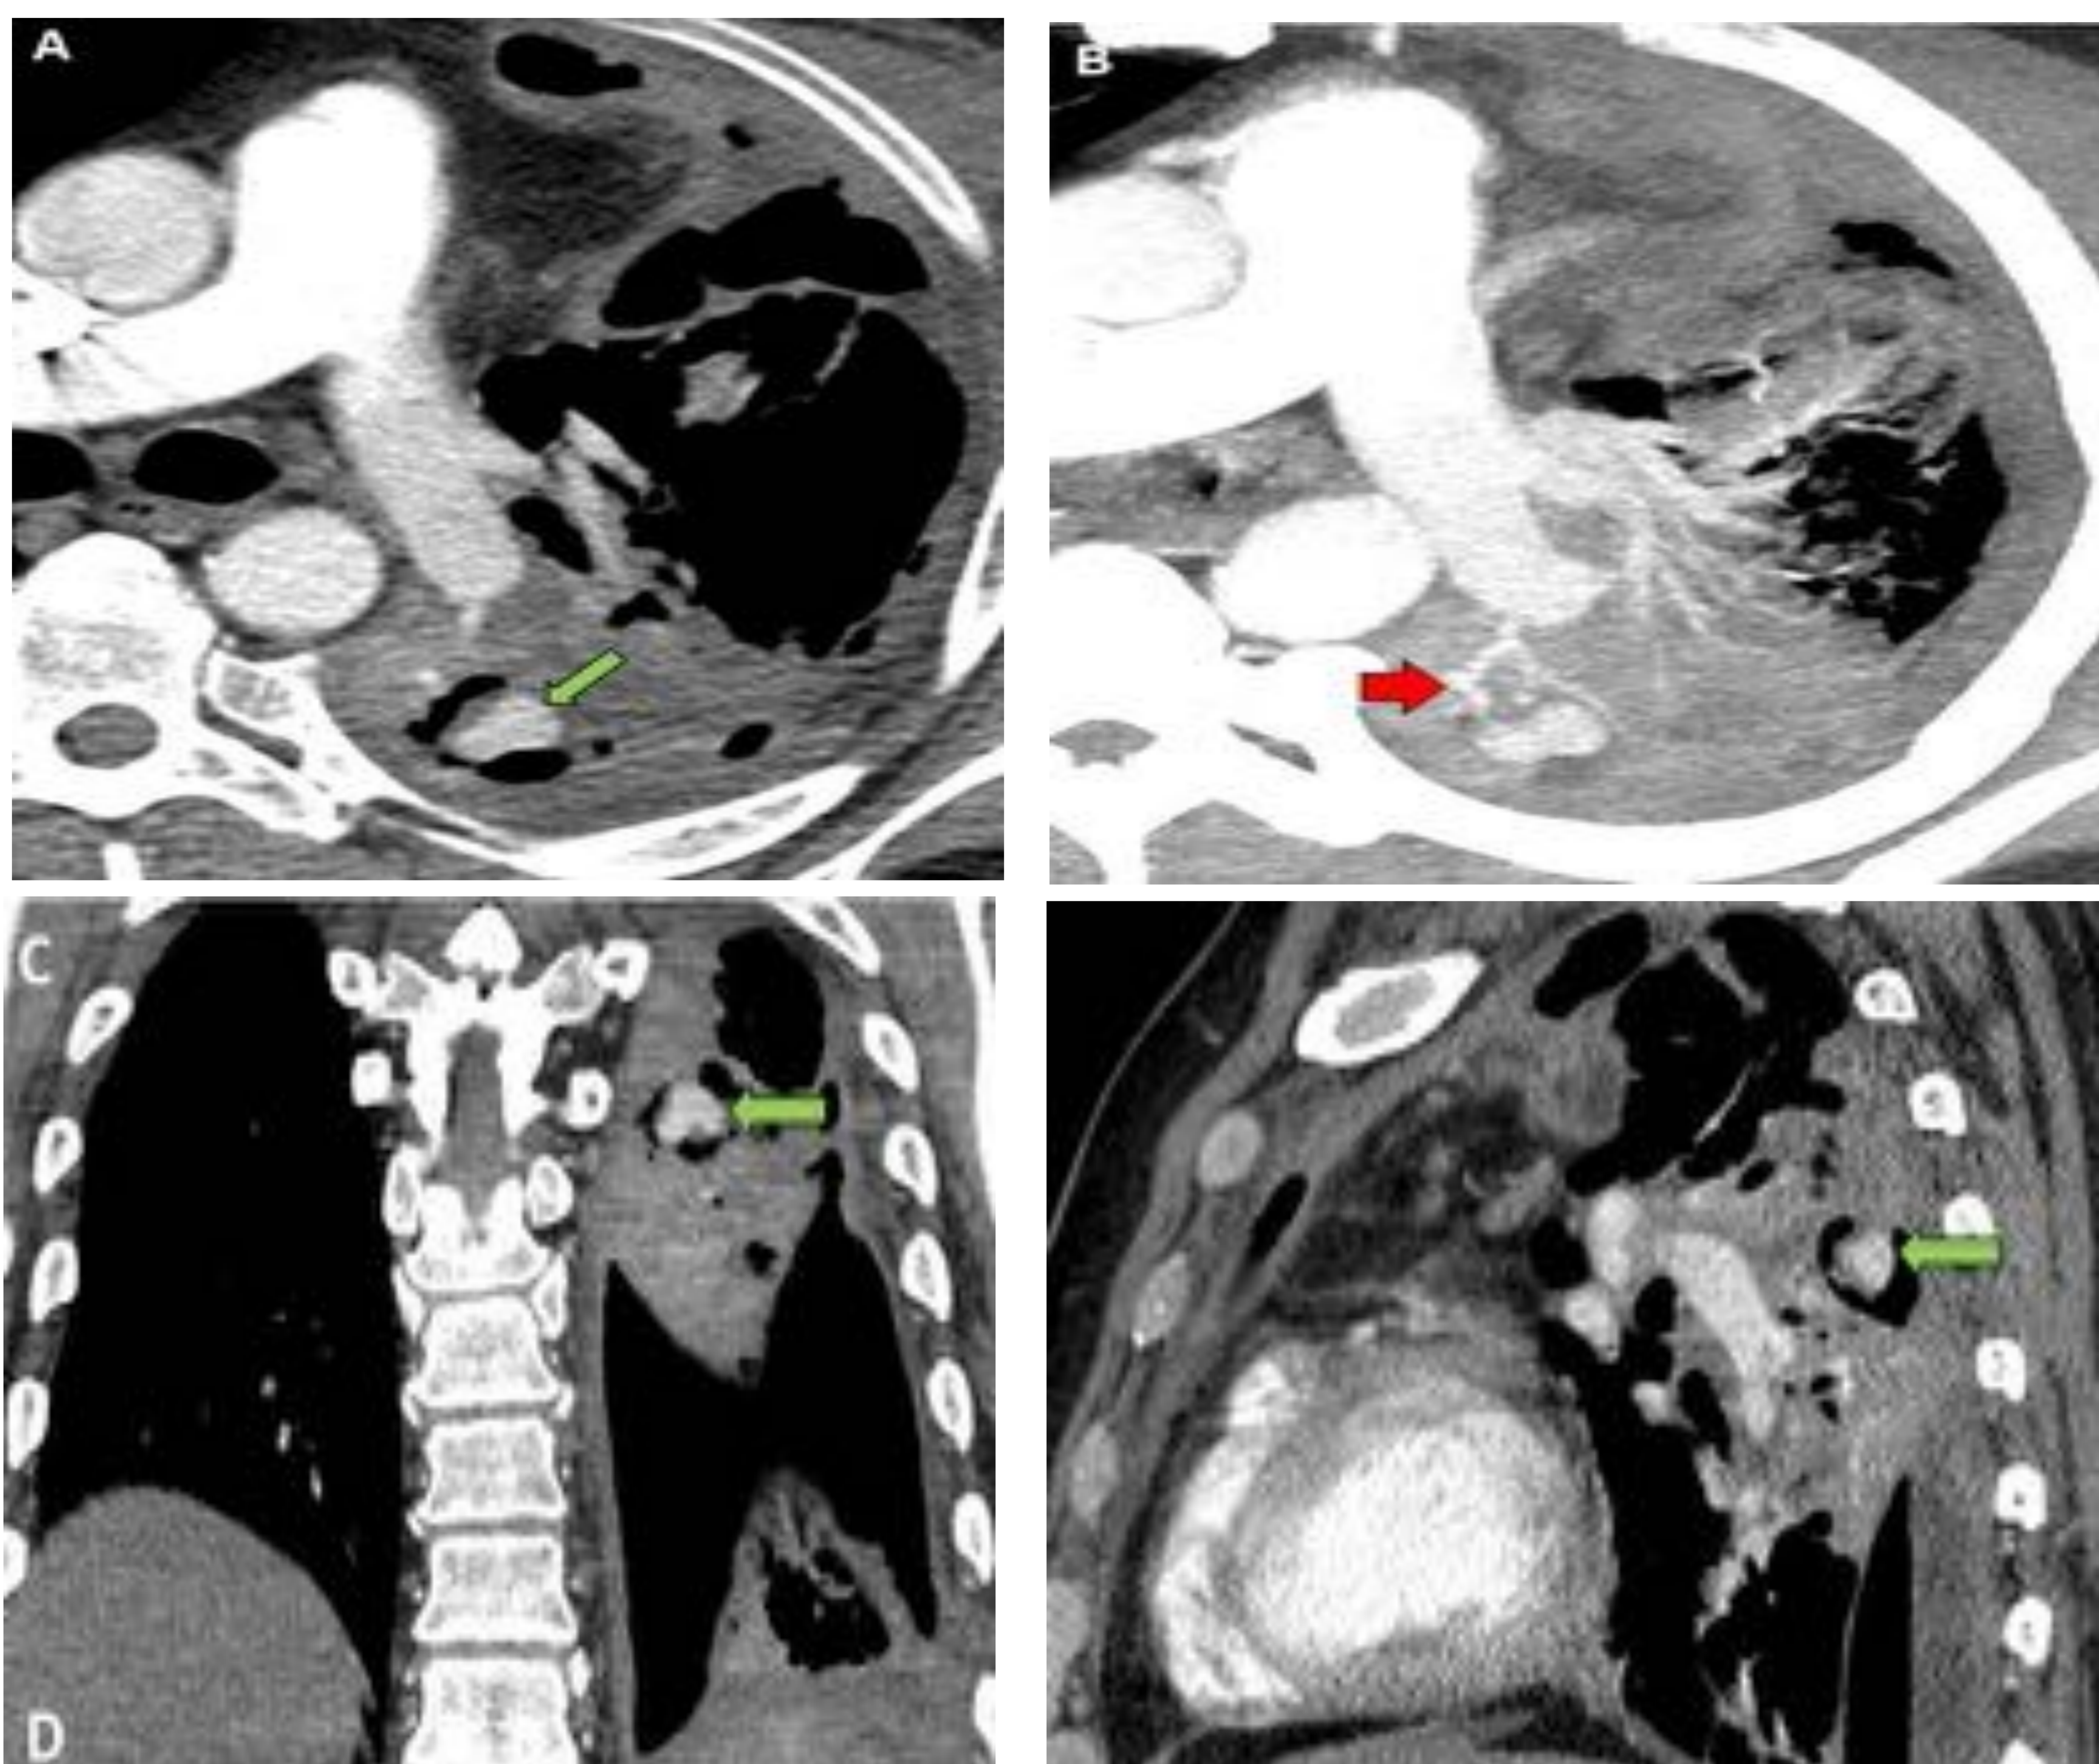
Angio-TC torácico; axial (A), MIP axial (B), coronal (C) y sagital (D) ventana mediastínica.
